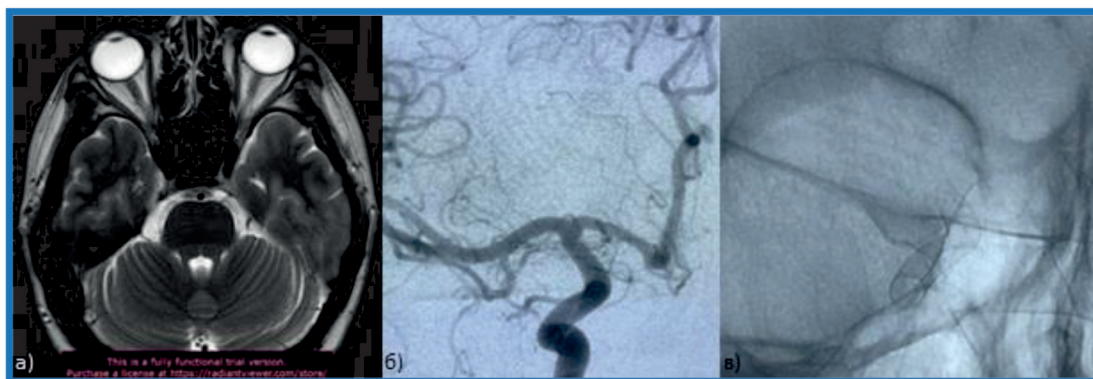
а) МРТ через 25 месяцев (заместительная киста на месте аневризмы). б) СЦА после 25мес (аневризма не контрастирует). в) Тень от ППС на нативной СЦА
